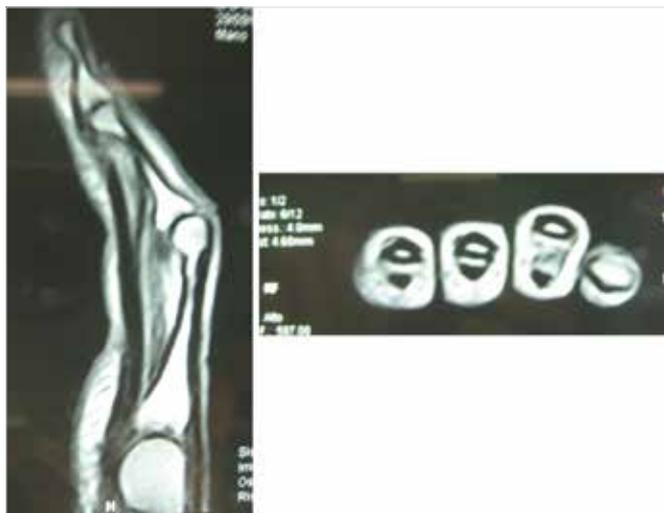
Immagine RM che dimostra l'effetto corda d'arco dovuto alla rottura della puleggia.
